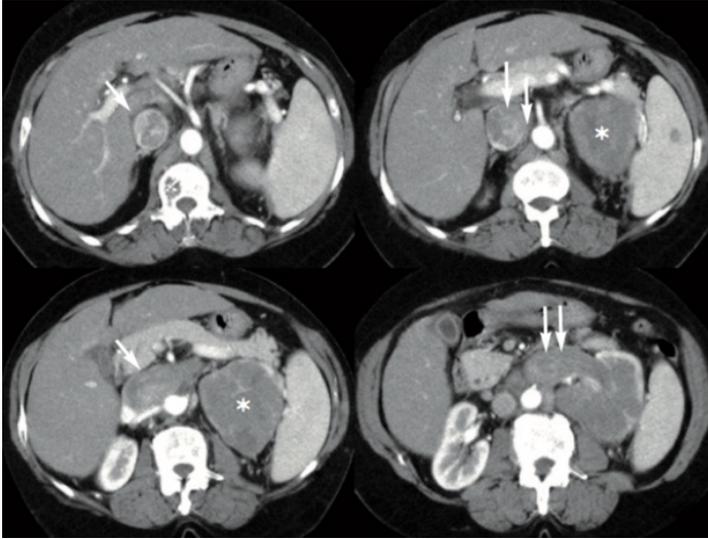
Paciente mujer de 70 años con CCR subtipo células claras grado histológico 4 de Fuhrman localizado en riñón izquierdo. Imágenes axiales de TC en sentido cráneo caudal que muestran trombosis tumoral expansiva de vena renal izquierda con extensión superior a VCI (flechas).
